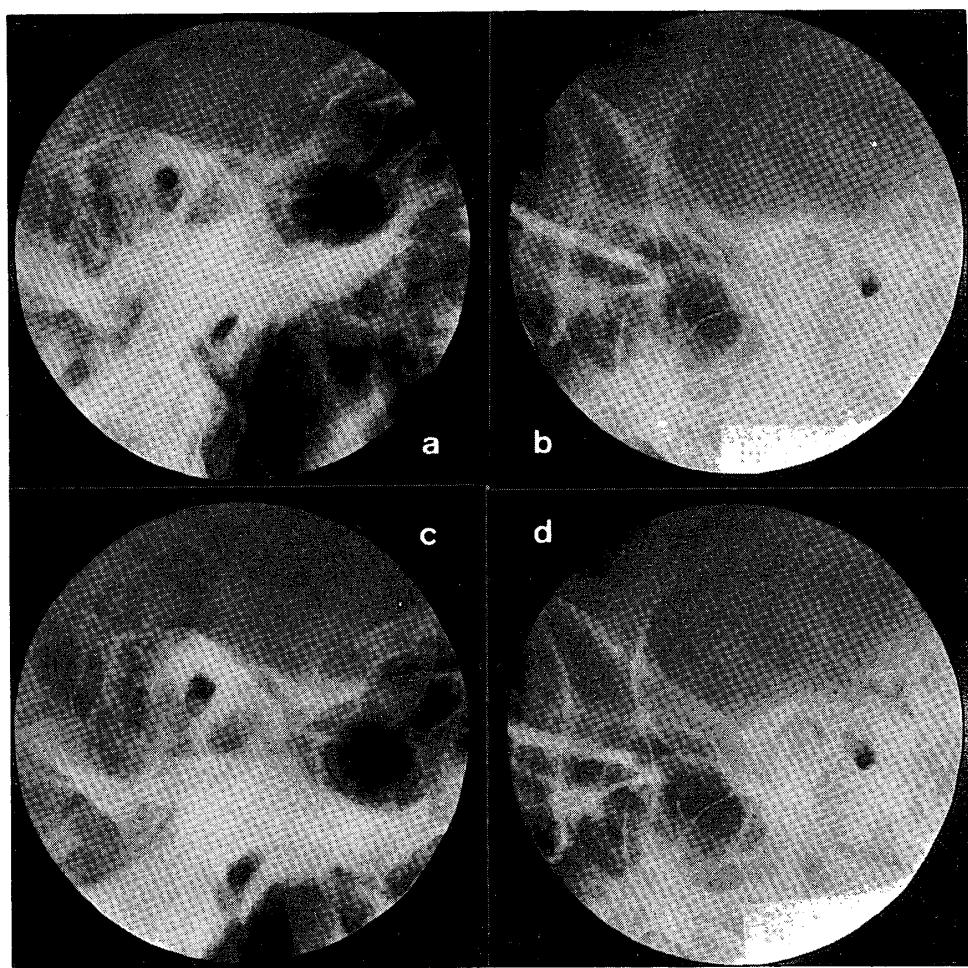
Radiographs of the temporomandibular joint at first examination.
